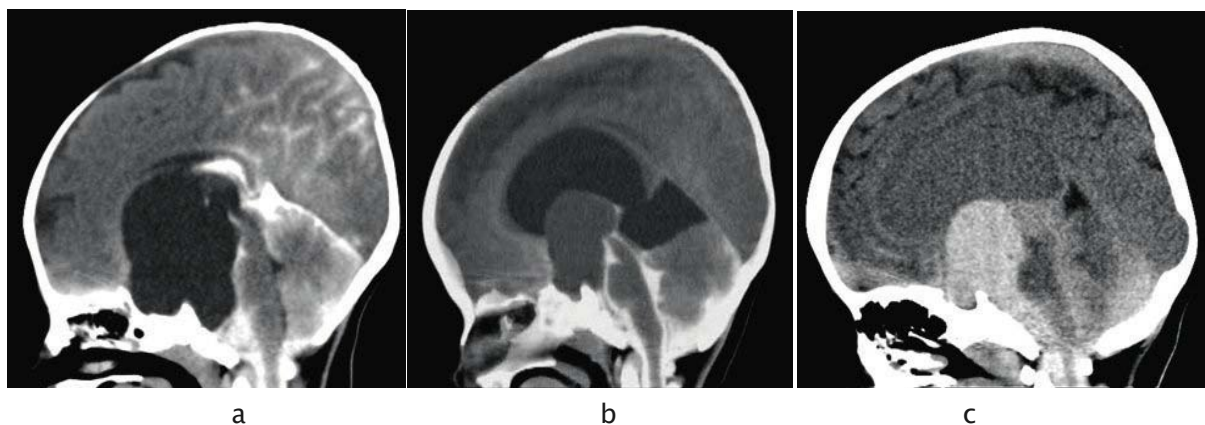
(a-c) Classification des kystes arachnoïdiens suprasellaires d'après les résultats de la TDM. Type 1 : Aucune communication entre le kyste et la citerne de base. Type 2 : Communication retardée entre le kyste et la citerne de base. Type 3 : Communication libre entre le kyste et la citerne de base. Chaque TDM est prise 3 heures après l'injection intrathécale du produit de contraste (Isovist).[1]
